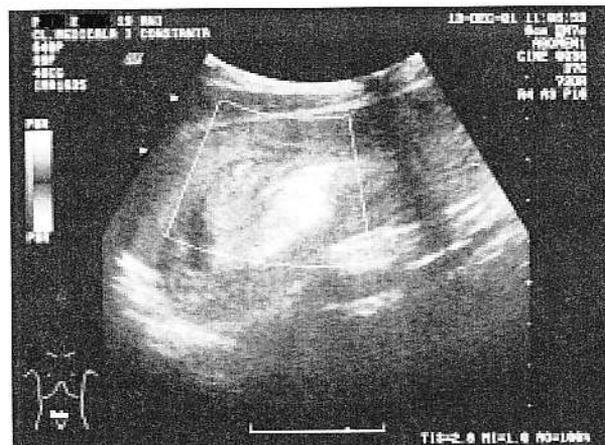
Circulație bogată în masa polipului intestinal (Power Doppler).
